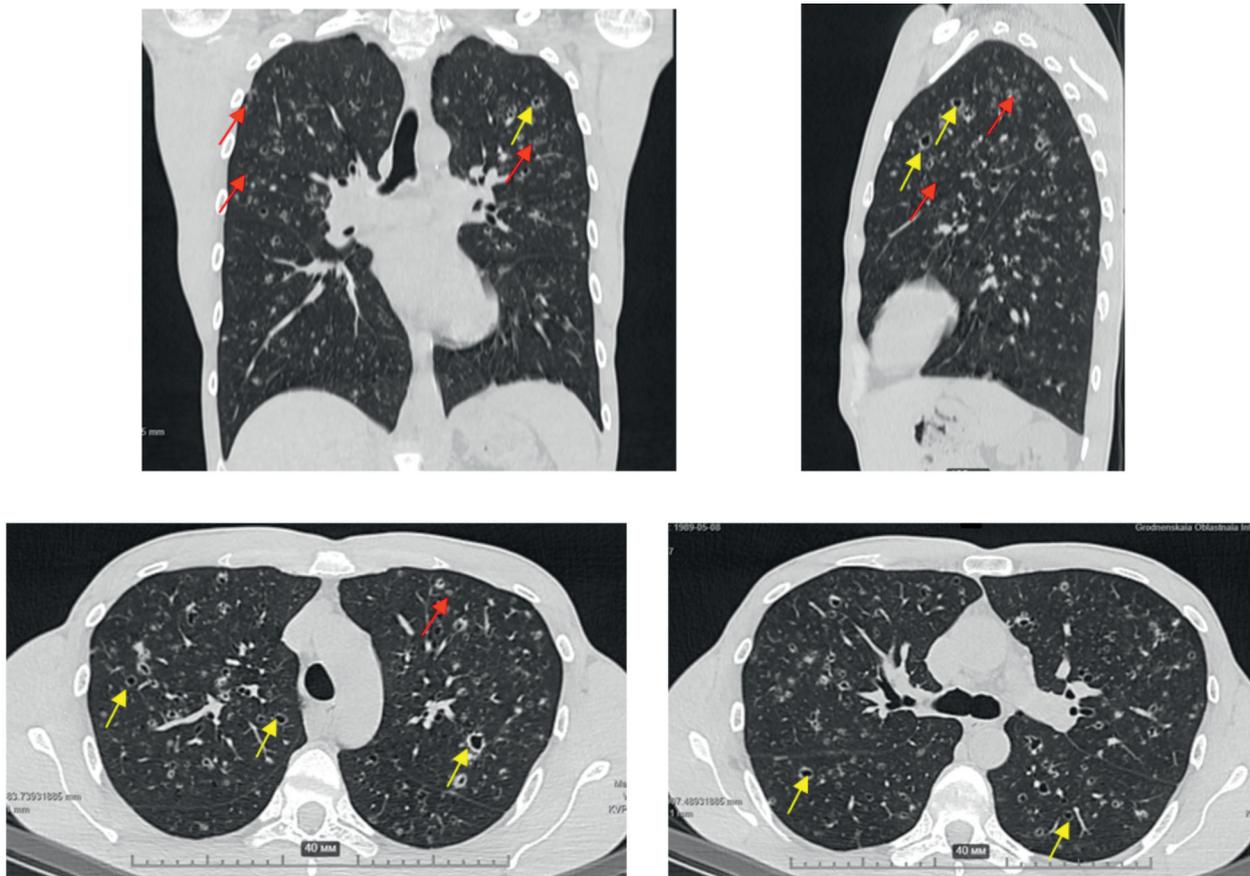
Компьютерная томография органов грудной клетки 10.03.25 (описание в тексте).
